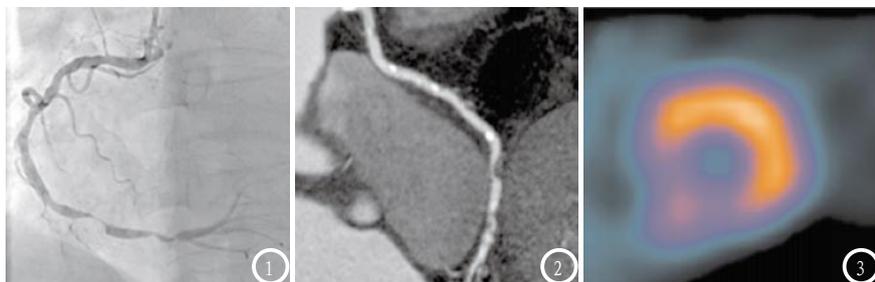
CAG显示RCA中段50%狭窄,远端两处狭窄程度分别为98%和88%;图2 CCTA显示RCA全程弥漫性钙化,中远段多处狭窄程度超过50%;图3 SPECT心肌灌注显像显示短轴位下壁和下间隔壁灌注缺损。
